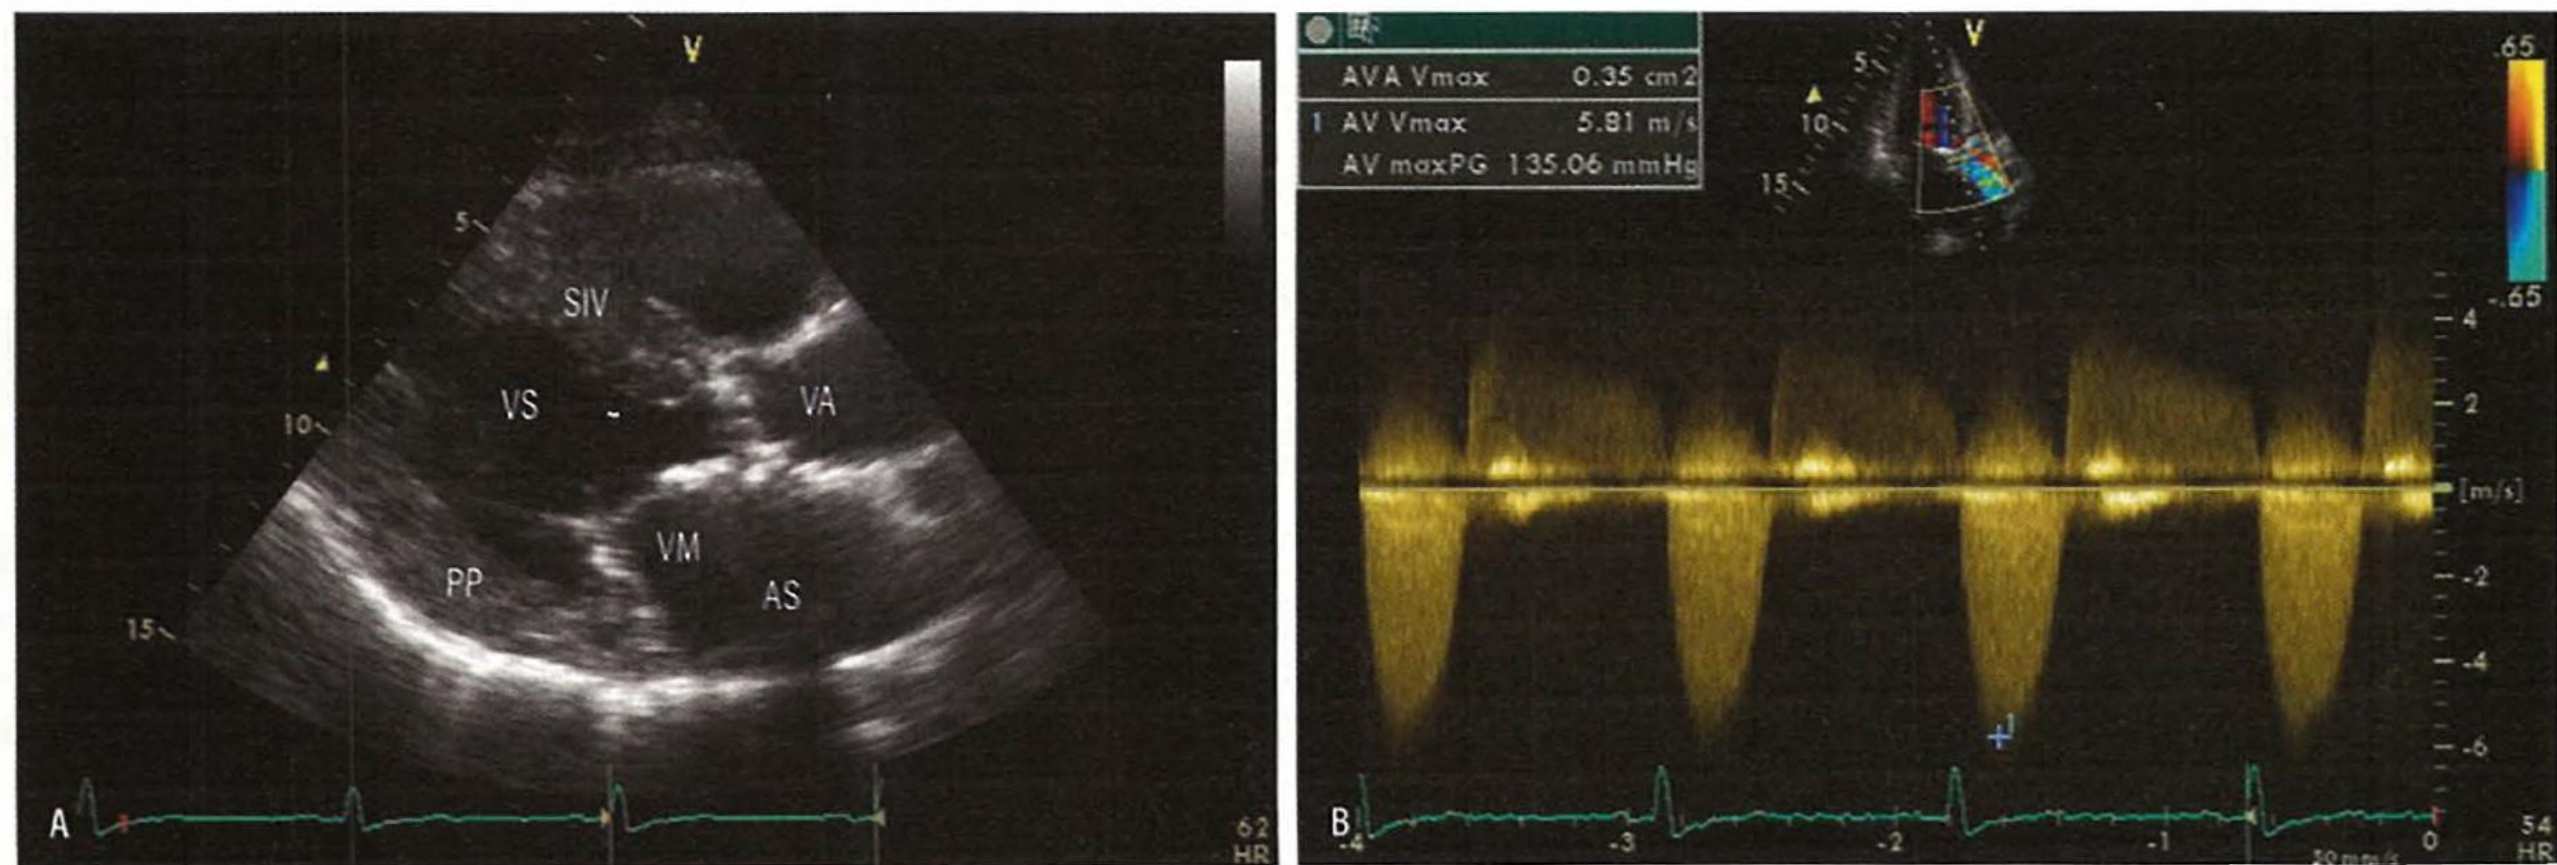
Ecocardiografie transtoracică. (A) Examinare 2D (secțiune parasternală ax lung) la pacient cu stenoză aortică pe valve calcificate. Se vizualizează ecogenitatea crescută a valvei datorată calcificărilor. De asemenea se evidențiază hipertrofia ventriculară stângă. (B) Examinare Doppler continuu (CW) (secțiune apicală 3 camere) cu măsurarea vitezei maxime transvalvulare, sugestivă pentru stenoză aortică severă. VA, valva aortică; SIV, septul interventricular; AS, atriul stâng; VS, ventriculul stâng; VM, valva mitrală; PP, peretele ventricular posterior.
